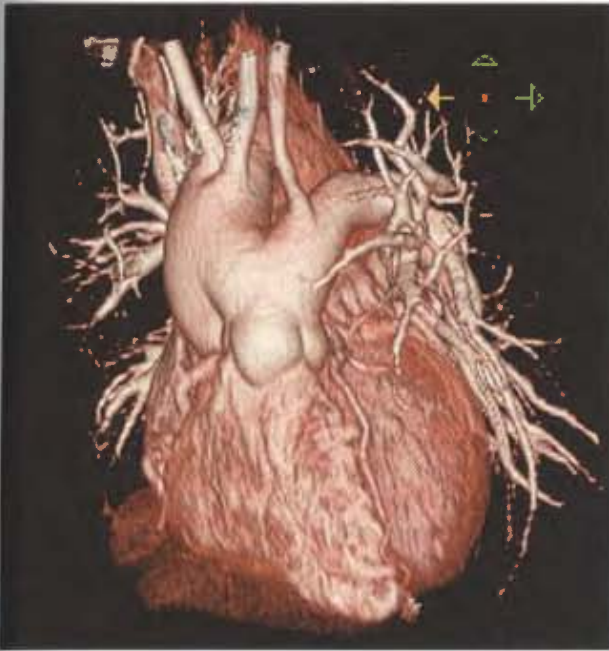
Reconstrucción tridimensional de una tomografía helicoidal en un paciente con ventana aortopulmonar.
